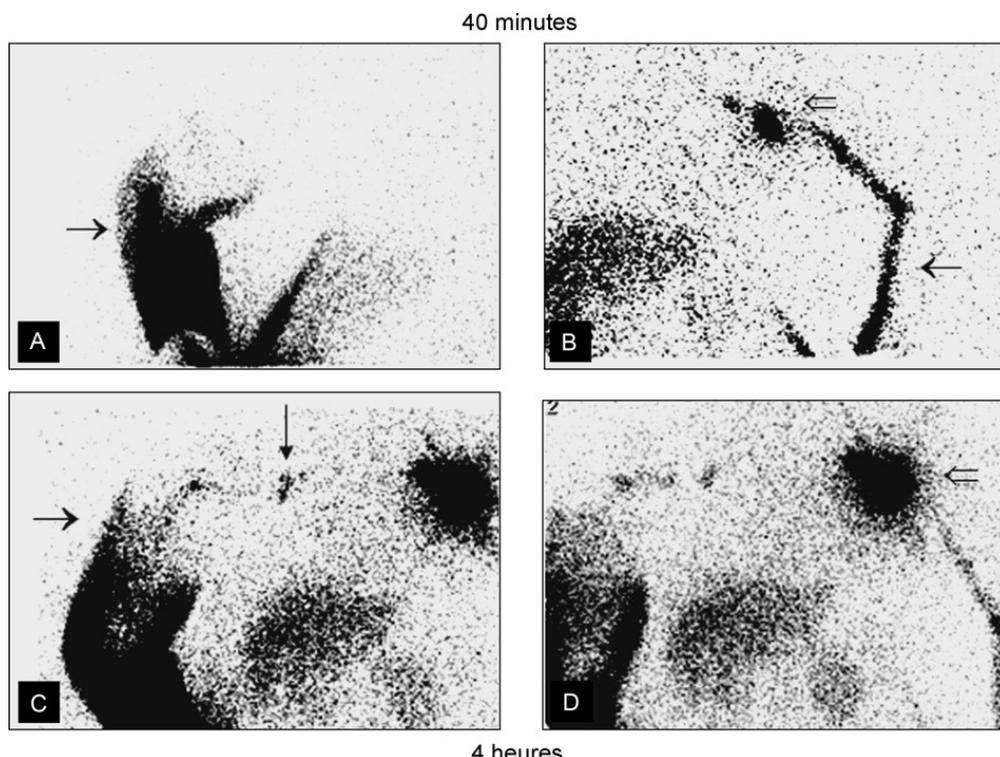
Lymphoscintigraphie des membres supérieurs : lymphœdème secondaire (32)
